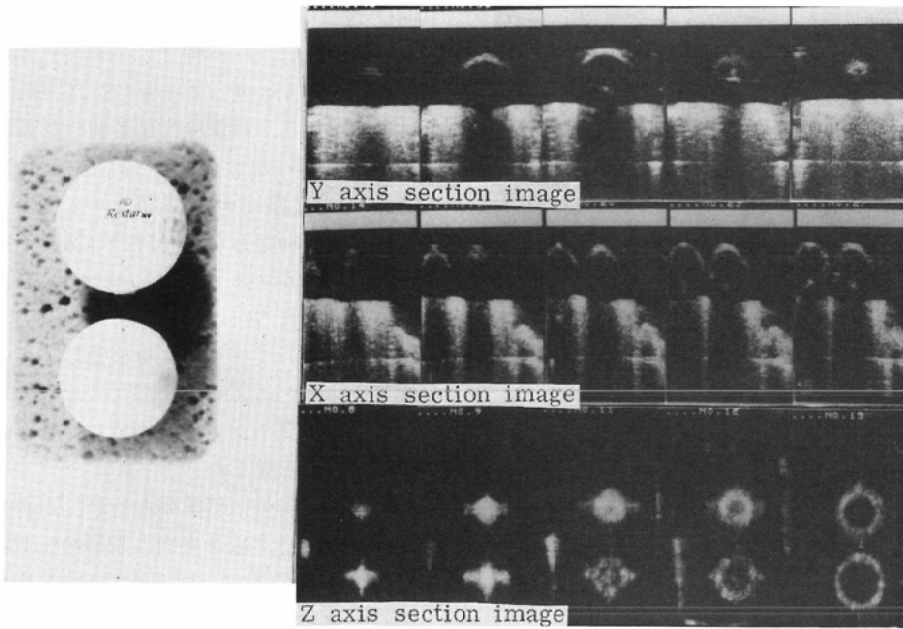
Phantom study of computed ultrasonography
